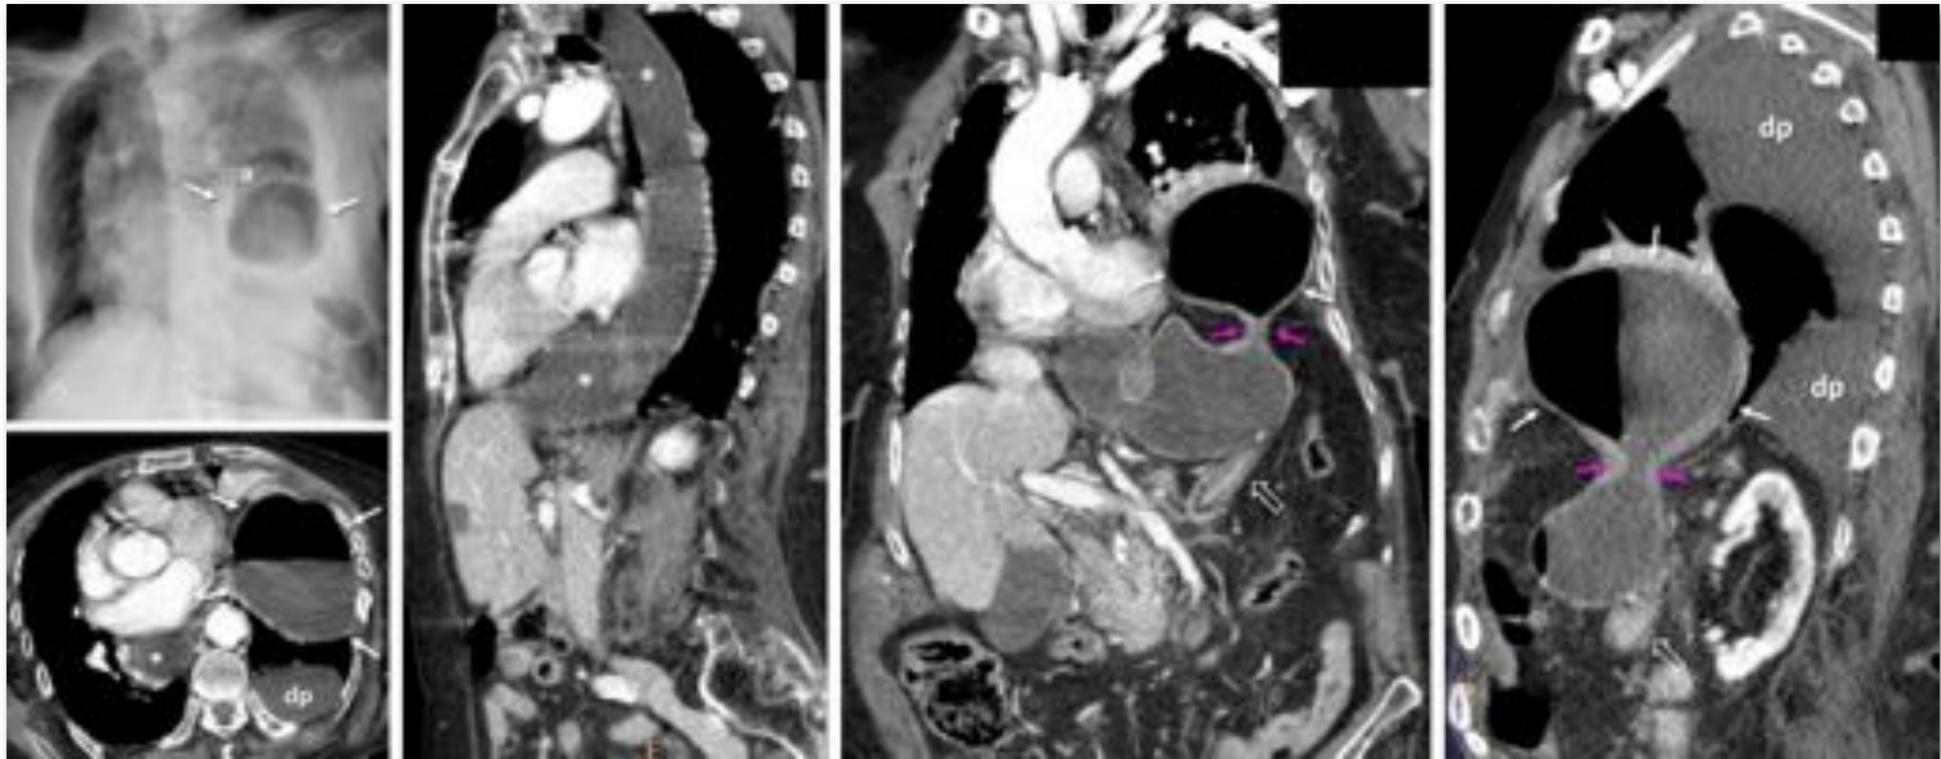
Hernia diafragmática traumática izquierda con obstrucción y estrangulación de antro gástrico. Mujer de 96 años con antecedente traumático remoto. Dolor en hipocondrio izquierdo con náuseas y vómitos. Rx y TC: hernia de parte del antro gástrico (flechas blancas) por un estrecho orificio en el hemidiafragma izquierdo (flechas rosas), con importante dilatación esofágica (*), derrame pleural (dp) y atelectasia basal (a) ipsilaterales. El duodeno emerge colapsado por el mismo orificio herniario (flechas huecas). En la intervención se encontró un antro gástrico necrótico. Véase también el Vídeo (13'18'').
